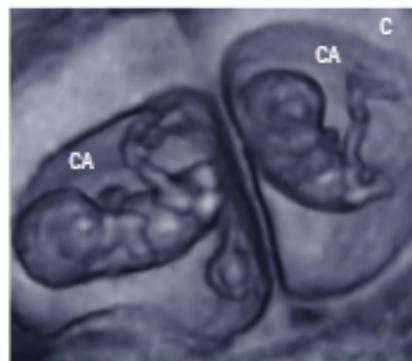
Ecografía 3D en gestación gemelar bicorial-biamniótica de 9 semanas. Se visualiza con gran detalle la morfología externa de ambos embriones, dos sacos gestacionales rodeados cada uno por su corion placentario [C] y sus cavidades amnióticas [CA].
